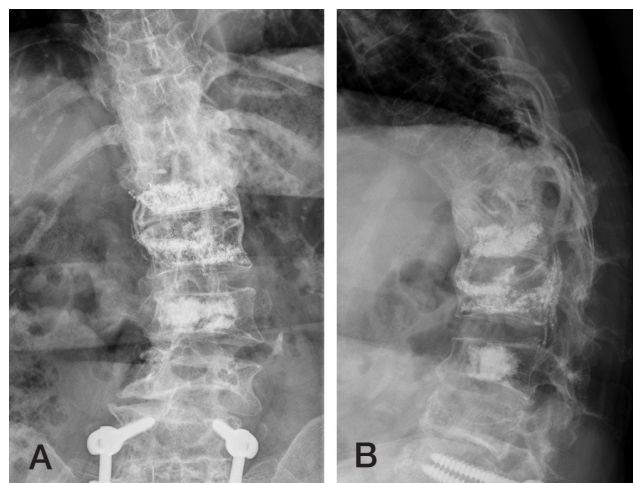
Anteroposterior (A) and lateral (B) X-ray images reveal perfect fusion from T11 to L1 across the graft bones.
